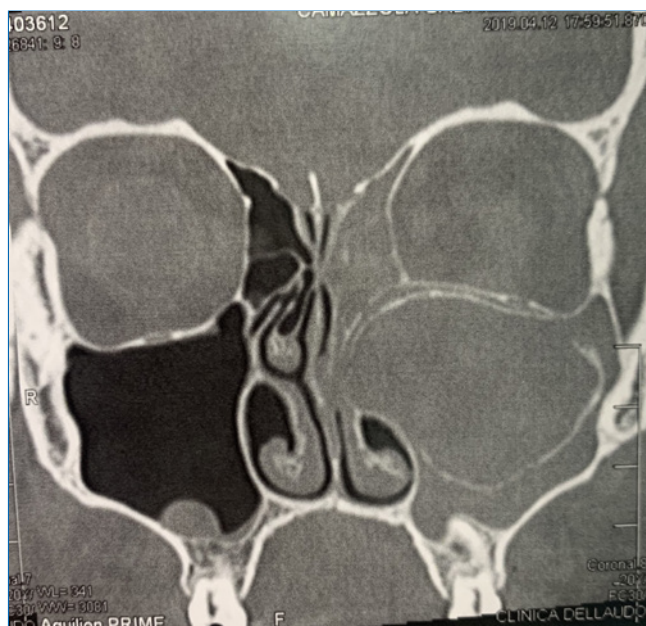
Corte coronal da tomografia helicoidal dos seios da face, evidenciando a lesão.
